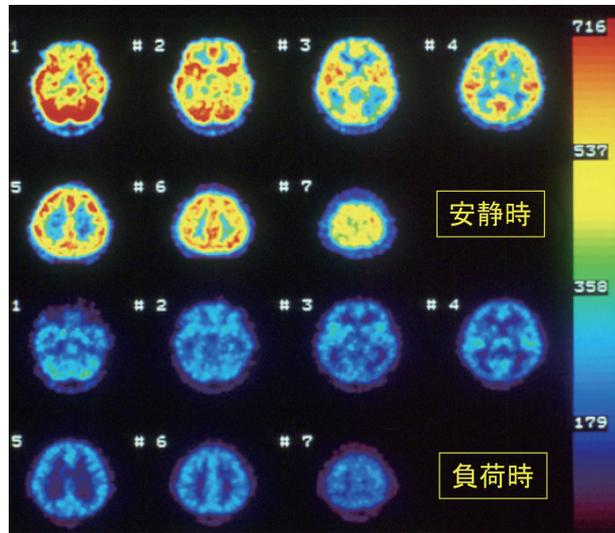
^{123}I -IMP 脳血流 SPECT 検査
